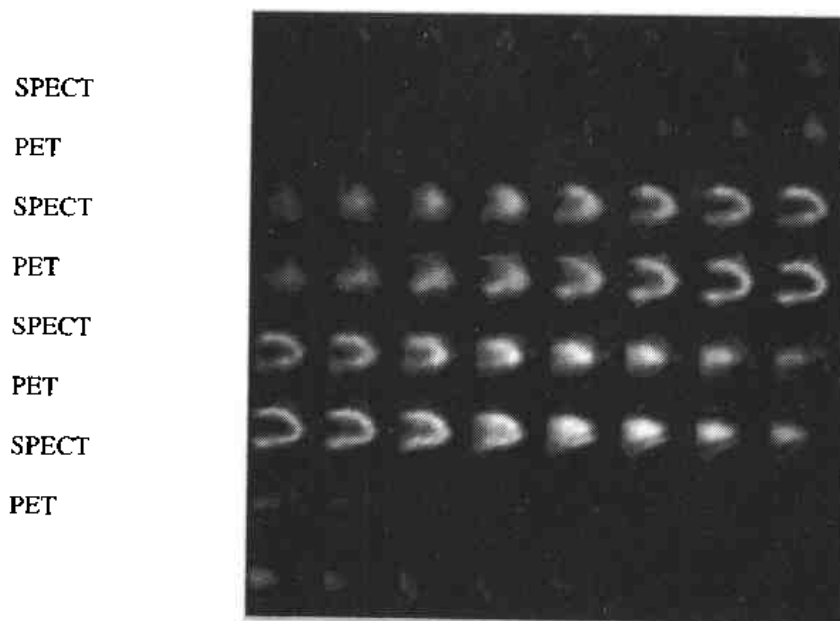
配准后的 REST SPECT 心肌灌注图像和 PET 心肌代谢图像垂直长轴断层的交替显示
